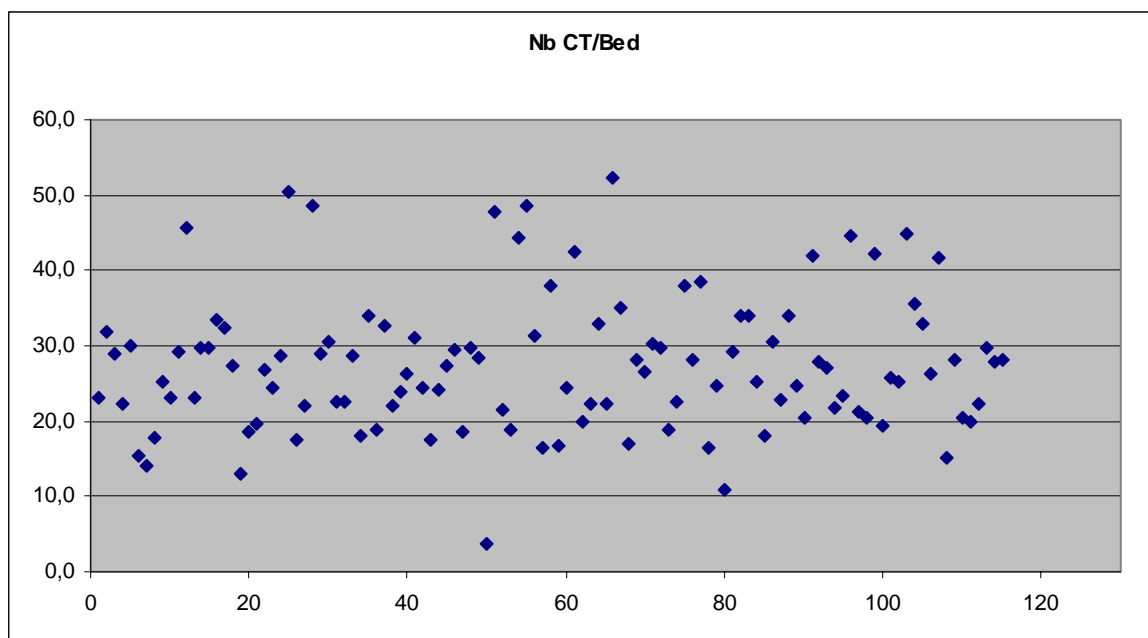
Nombre d'examens CT rapportés au nombre de lits
